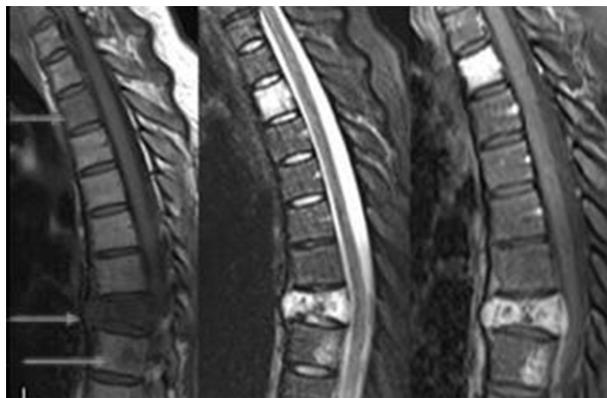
IRM dorsale en coupe sagittale, séquence T1 (sans gadolinium à gauche et après injection à droite) et séquence T2 (au milieu), montrant des lésions corporeales de T3, T8 et T9, dont une fracture pathologique en T8 avec recul du mur postérieur.
